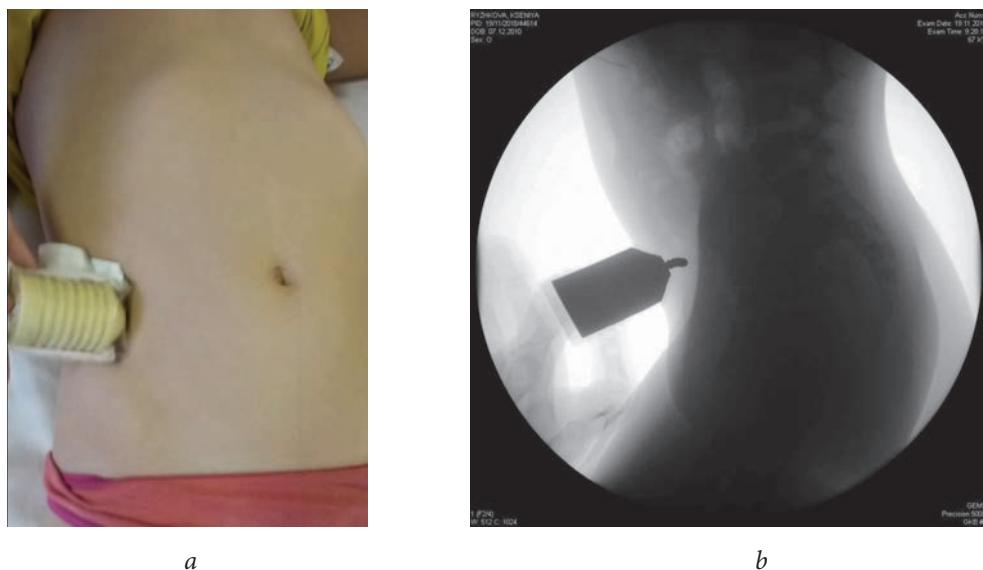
Установка магнита: *a* — снаружи в проекции инородного тела; *b* — рентгенограмма в боковой проекции, реакция инородного тела на магнит
